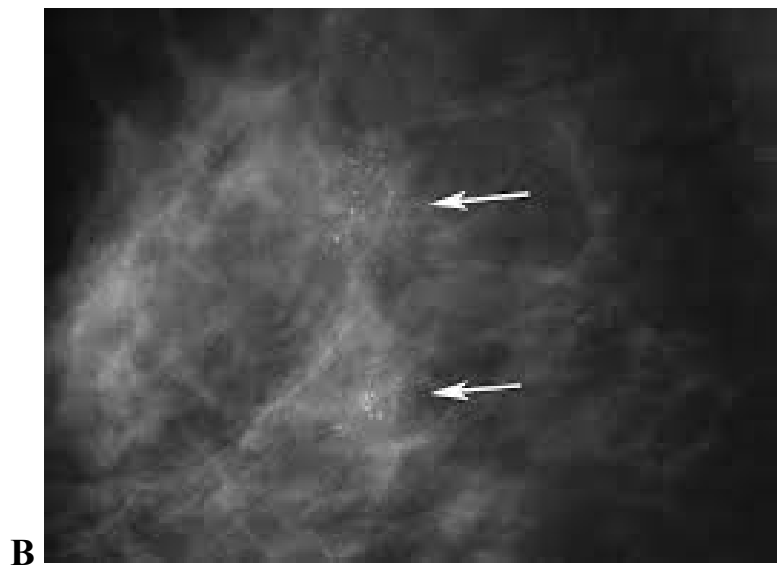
(продолжение) — Наиболее характерные рентгенологические признаки раннего РМЖ: В — злокачественные микрокальцинаты (прицельный снимок), стрелками указаны скопления кальцинатов
